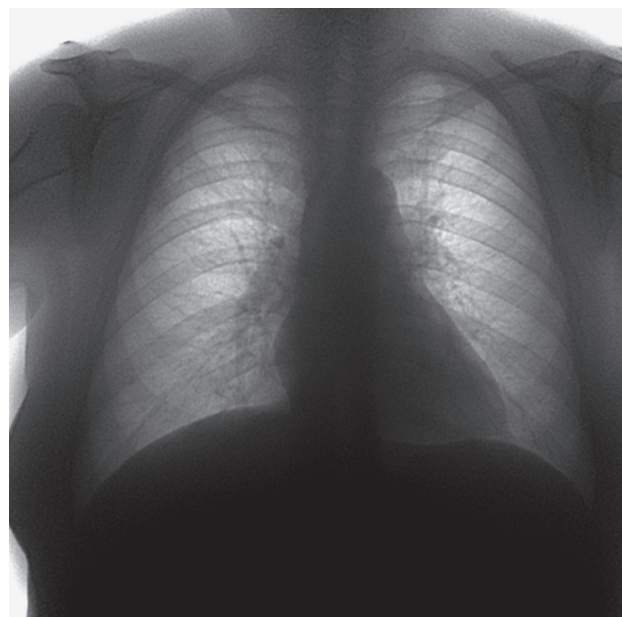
Позитивная рентгенограмма органов грудной клетки 70-летней пациентки. В правом легком визуализируется неоднородная тень образования средней интенсивности, размерами 1,9×4,8 см, с четким полициклическим ровным контуром, расположенная субплеврально в проекции верхней доли
